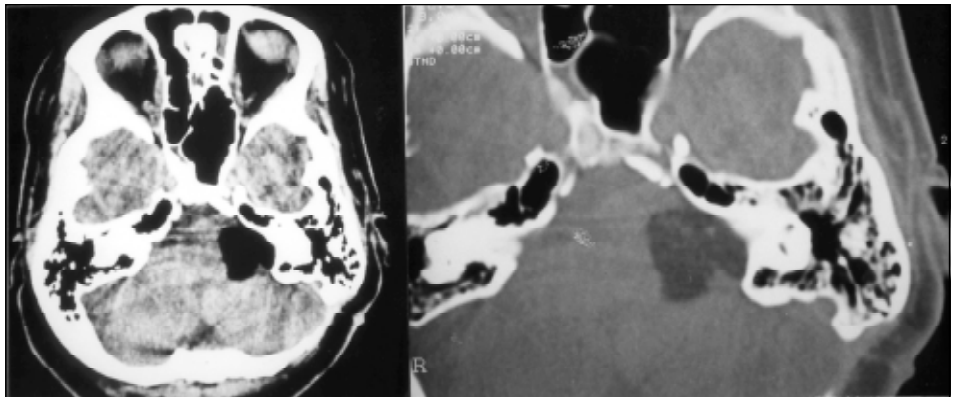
TC de crânio mostrando lesão hipodensa em ângulo pontocerebelar, homogênea, sem captação de contraste, A. Janela óssea, com erosão óssea e invasão do meato acústico interno, B.
